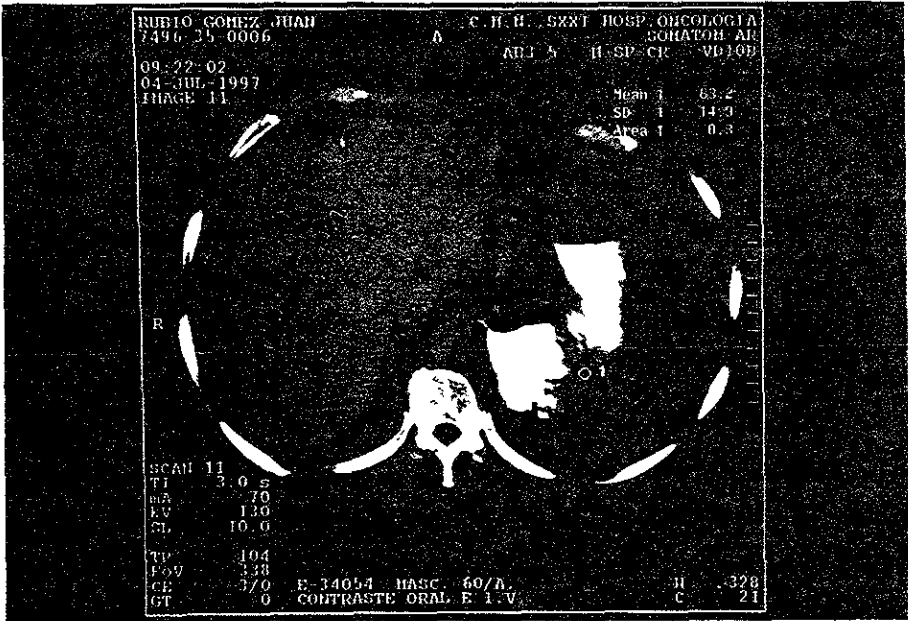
TC axial, mostrando infiltración en estómago con deformidad de la pared, de bordes irregulares hacia el cuerpo en un paciente con linfoma abdominal.
